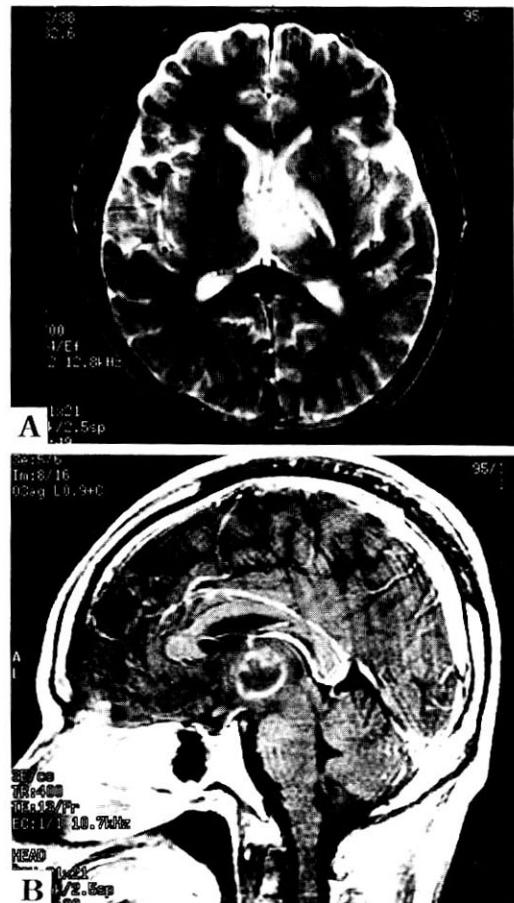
Brain MRI. T2 weighted image (A) and gadolinium-enhanced image (B) show rim enhancing mass in the left mid brain and both thalamus.
